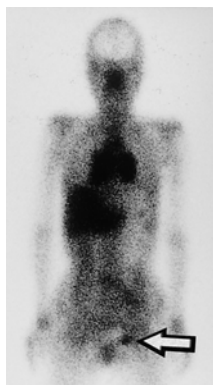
Gallium scintigraphy of the case two revealed abnormal accumulation at both hilum and left inguinal lymph node. (arrow⇐)
